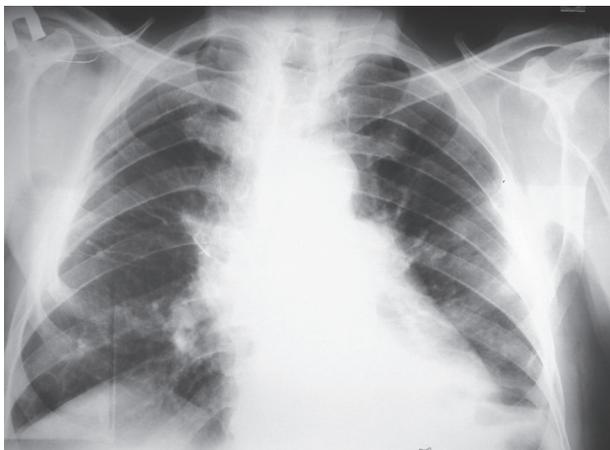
Рентгенограмма грудной клетки больного К-о А.Л., 79 лет от 19.05.2010 г. Описание в тексте.
